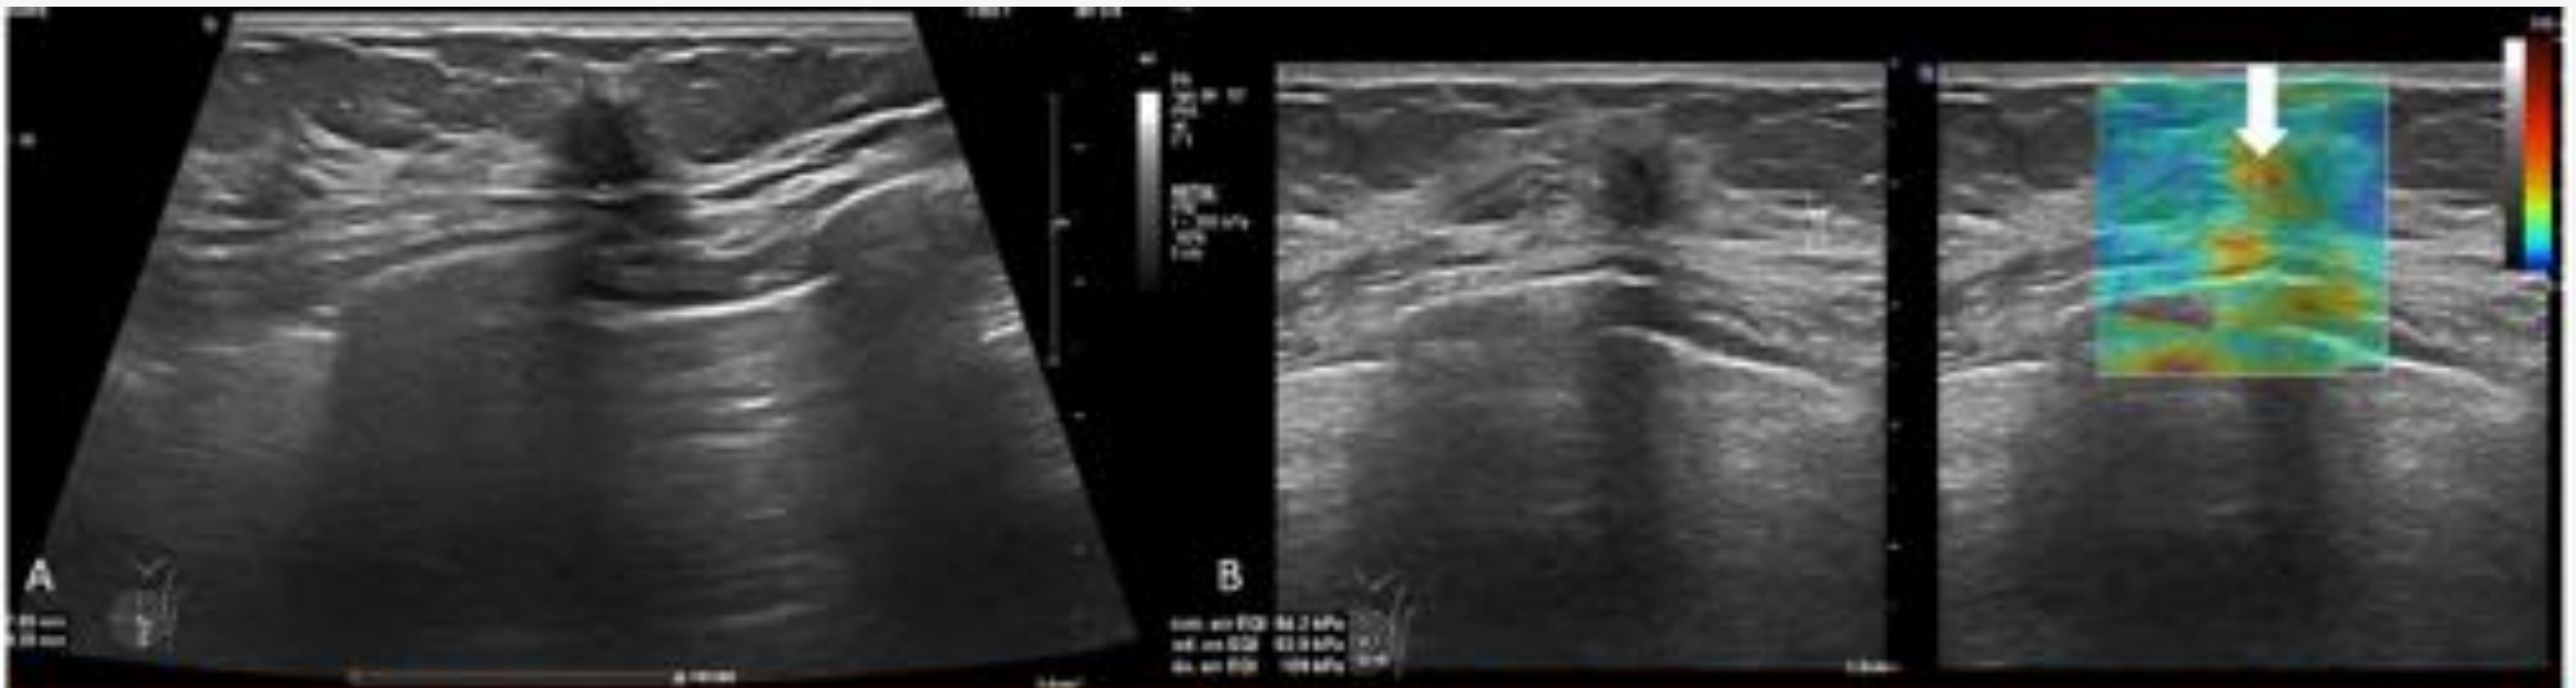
Mujer de 69 años tras identificar una lesión sospechosa en mamografía de cribado, se realiza la siguiente ecografía de mama: A. Nódulo de 9 x 8 mm, hipocóico, con bordes mal definidos y mala transmisión sónica. No disponemos de imágenes Doppler. B. En la elastografía se aprecian valores elevados de forma heterogénea, siendo 101 kPa el mayor valor (flecha).
